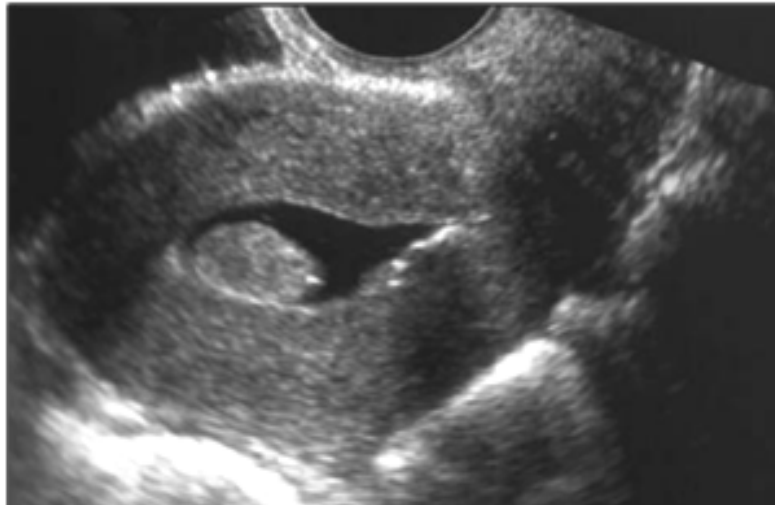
Histerosonografía que muestra mioma submucoso de cara posterior.
